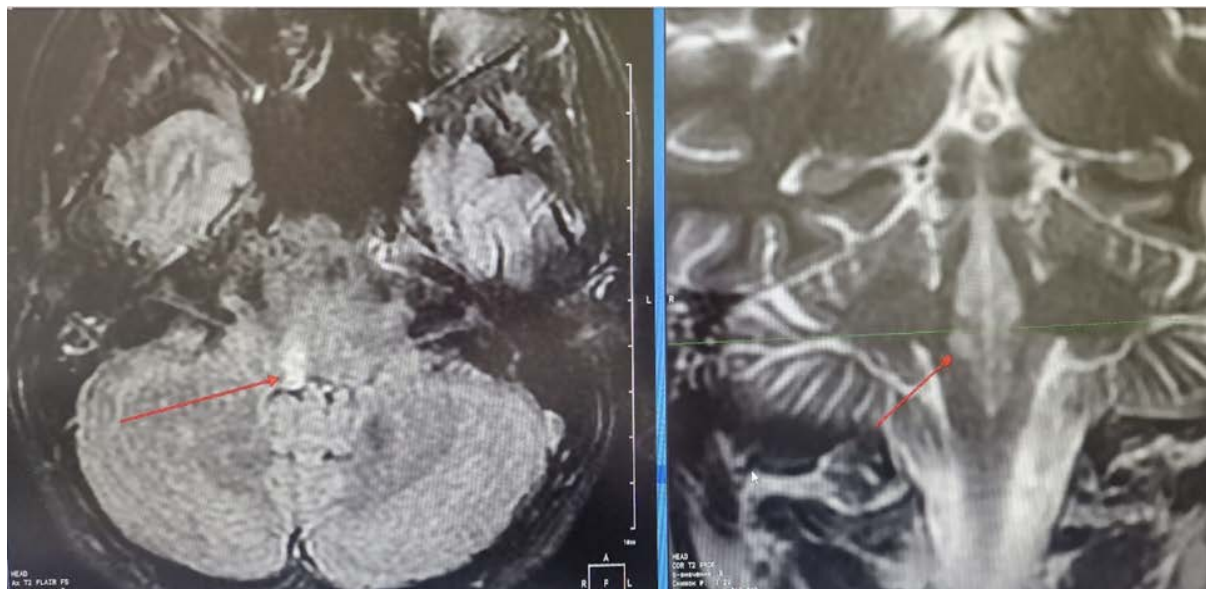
МРТ головного мозга (1-е сутки после кесарева сечения)
